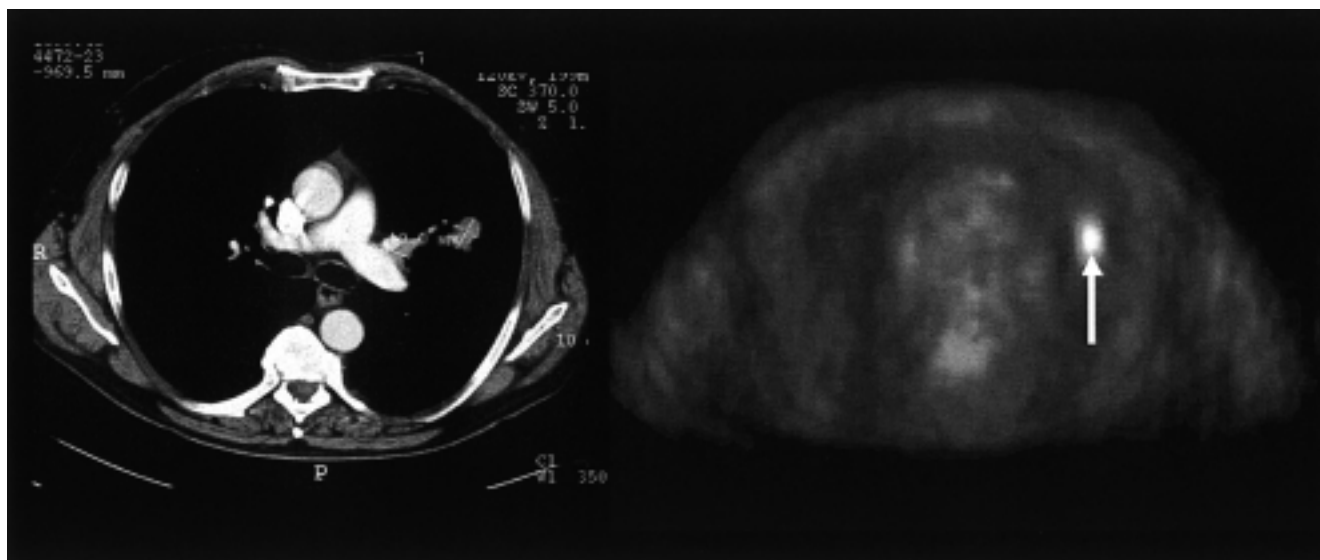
Fallbeispiel eines Bronchioloalveolarzellkarzinoms bei einem 56-jährigen Mann (links: CT, rechts: FDG-PET). Intensive FDG-Speicherung im Tumor (Pfeil) mit Tumor-SUV-Maximum von 13,8. Unauffällige Darstellung des Lungenhilus im FDG-PET bei Lymphknotenvergrößerung im CT. Postoperatives Tumorstadium pT1 pN0.
